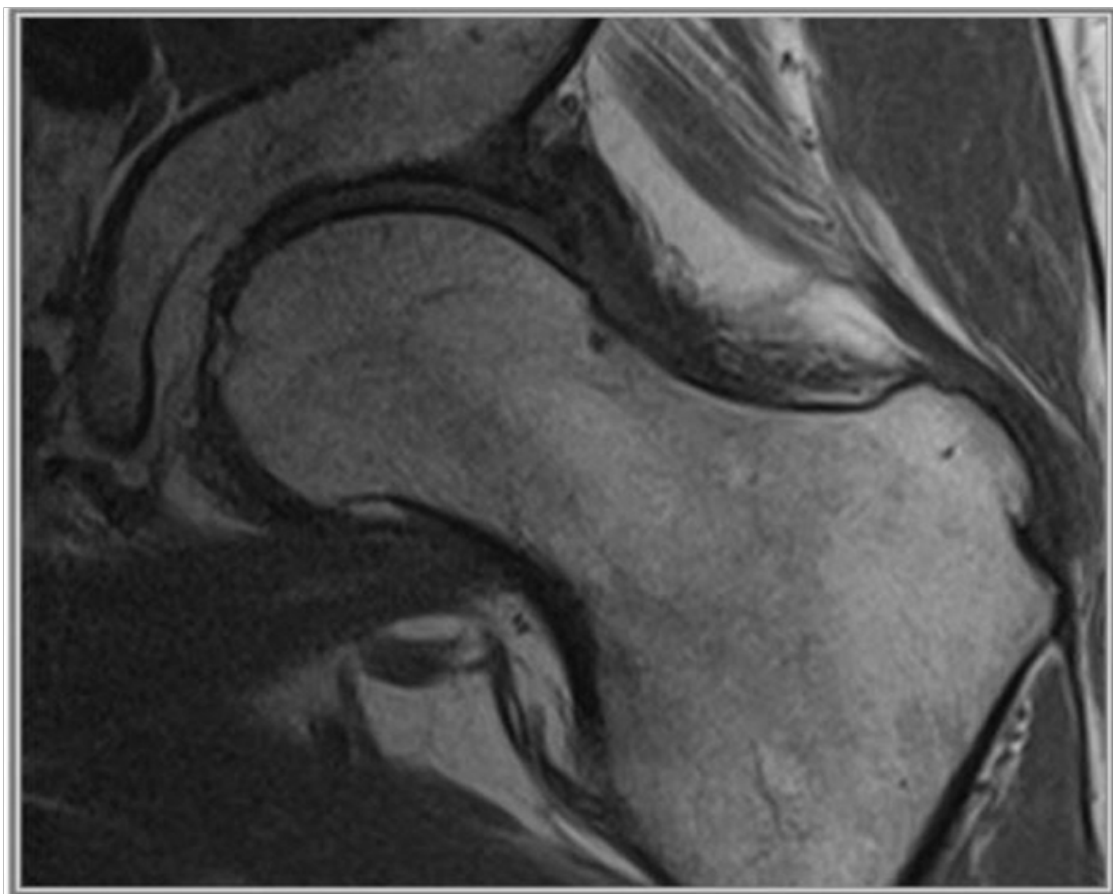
Atrapamiento femoroacetabular tipo CAM en fémur izquierdo en RM coronal STIR
